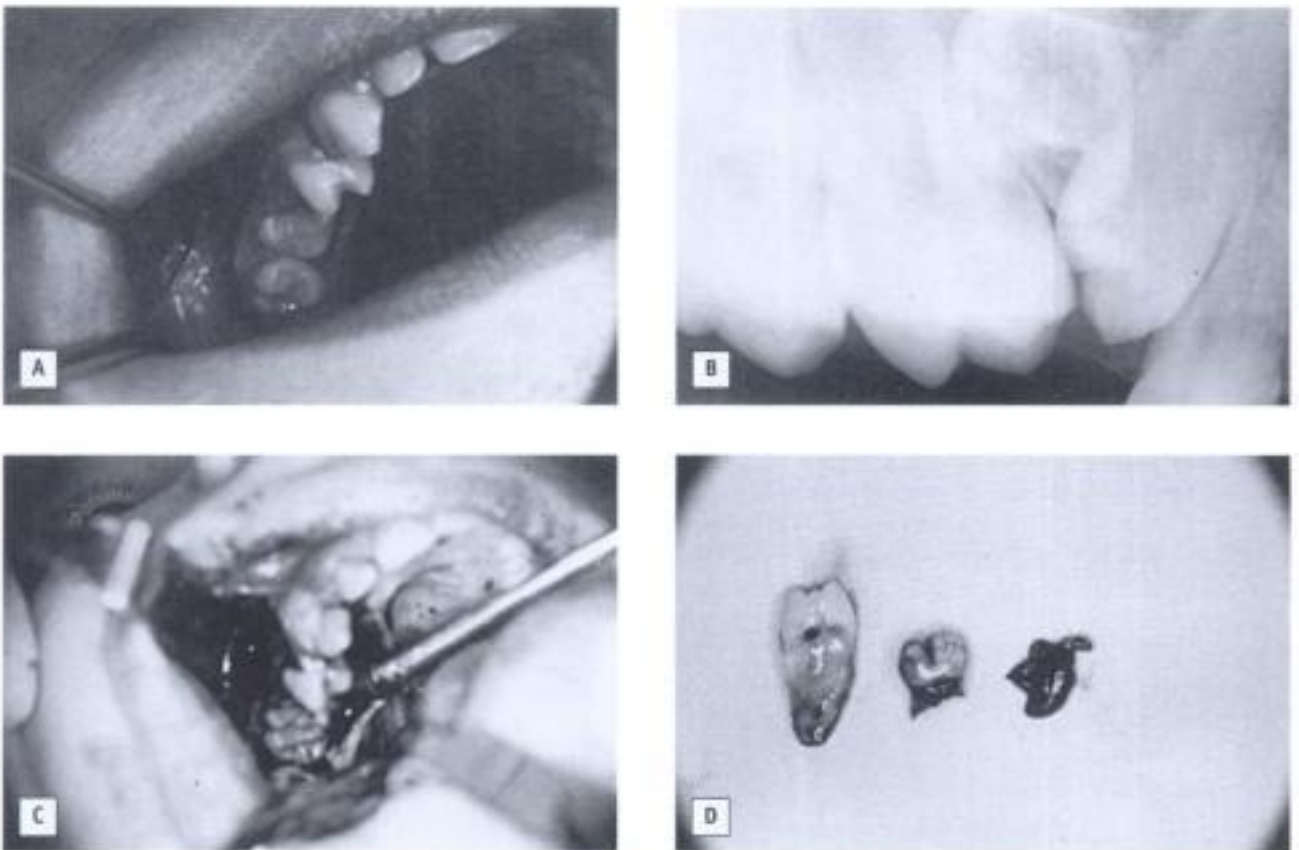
Reinclusión de un molar temporal superior y enclavamiento del segundo premolar. A) Aspecto clínico. B) Radiografía intrabucal. C) Vía de acceso vestibular y palatina. D) Extracción de ambos dientes y del saco pericoronario.
